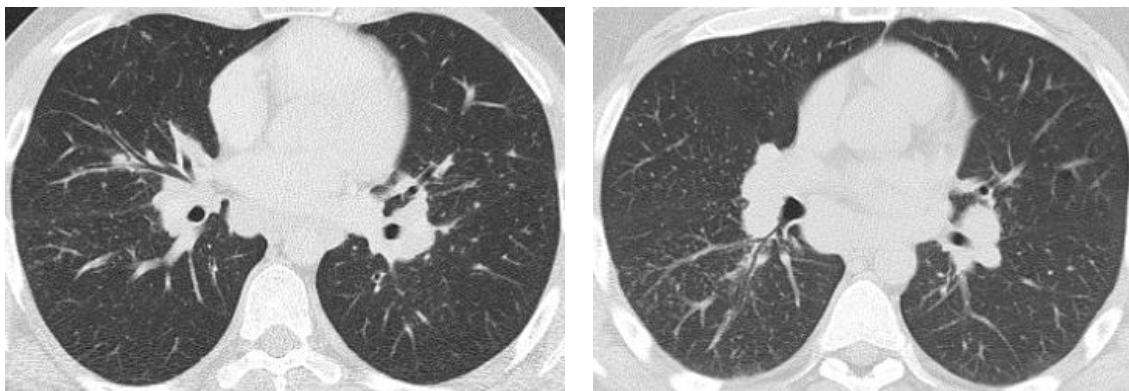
КТ органів дихання Анатолія К. (ліворуч) та Андрія К. (праворуч): двостороння прикоренева лімфаденопатія в поєднанні з дрібновузливою дисемінацією паренхіми
